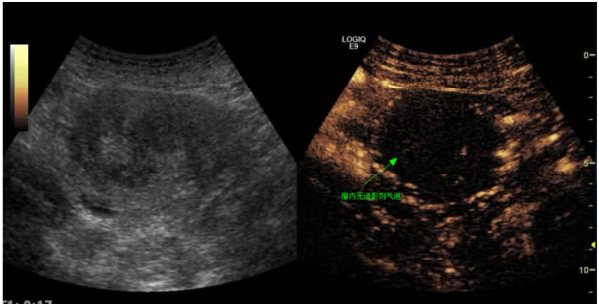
子宫肌瘤术后 1 d,箭头示超声造影瘤内“黑洞征”,瘤内无造影剂微泡回声
